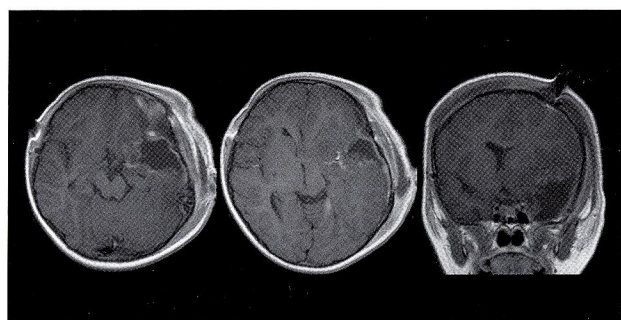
術後Gd-enhanced MRI
